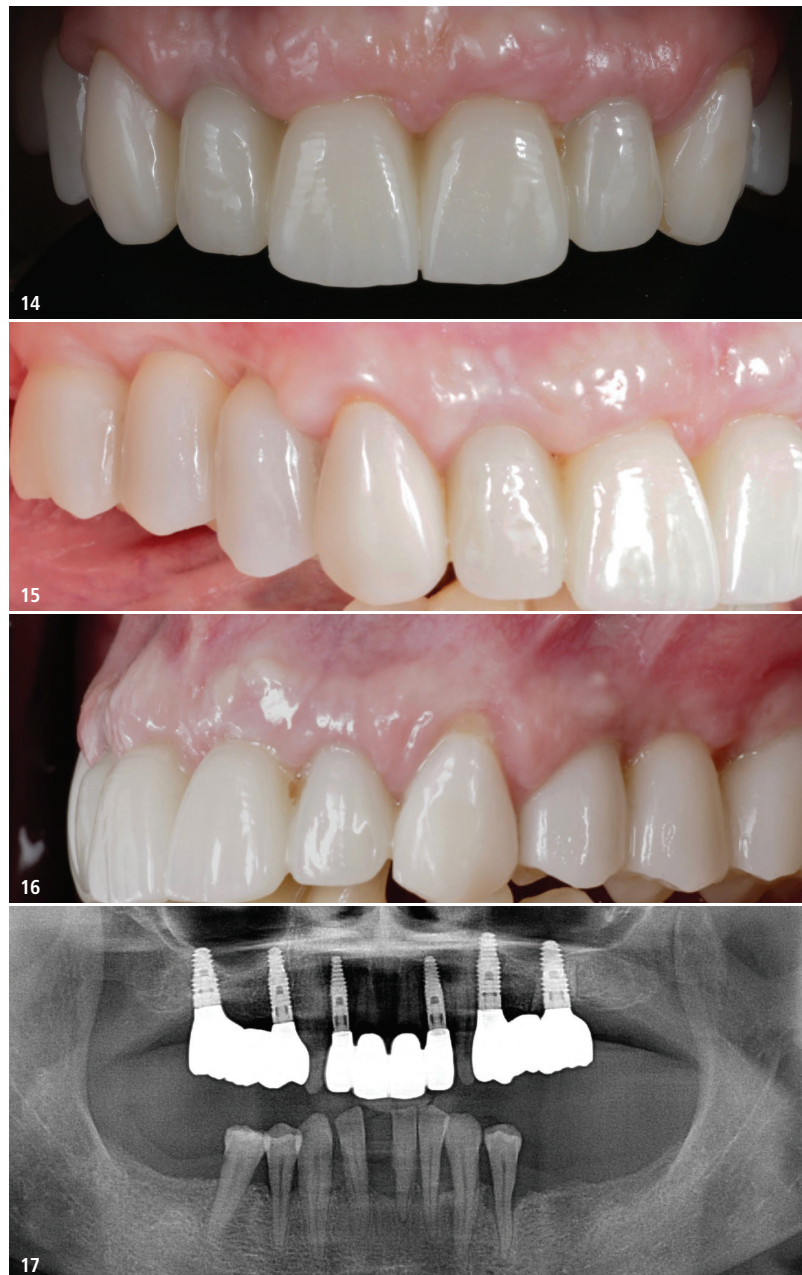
Ansicht der definitiven prothetischen Restauration von frontal. Die Verhältnisse zeigen eine gute Ästhetik ohne Anzeichen von Weichgewebekomplikationen – Abb. 15: Ansicht der definitiven Restauration von rechts. – Abb. 16: Ansicht der definitiven Restauration von links. – Abb. 17: Abschluss-Röntgenbefund mit der definitiven implantatprothetischen Versorgung in situ.
